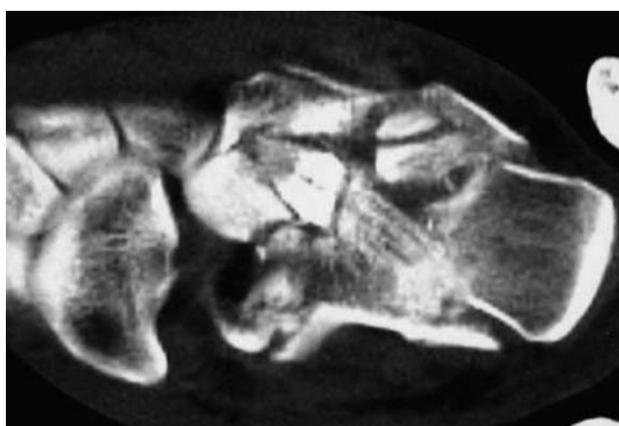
TAC, corte coronal.
